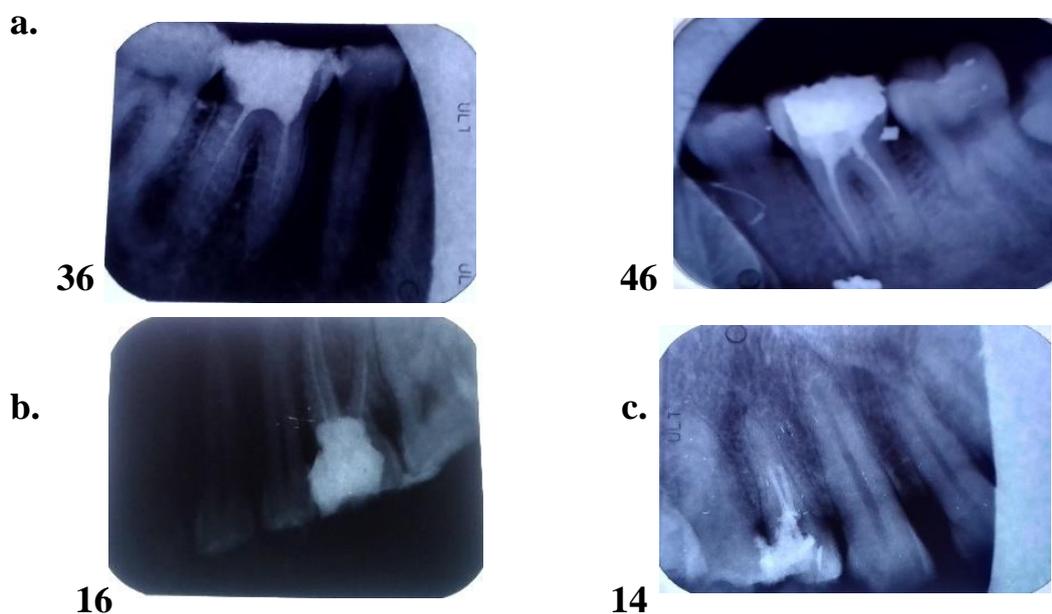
Radiographie Per opératoire de cas d'obturations acceptables
